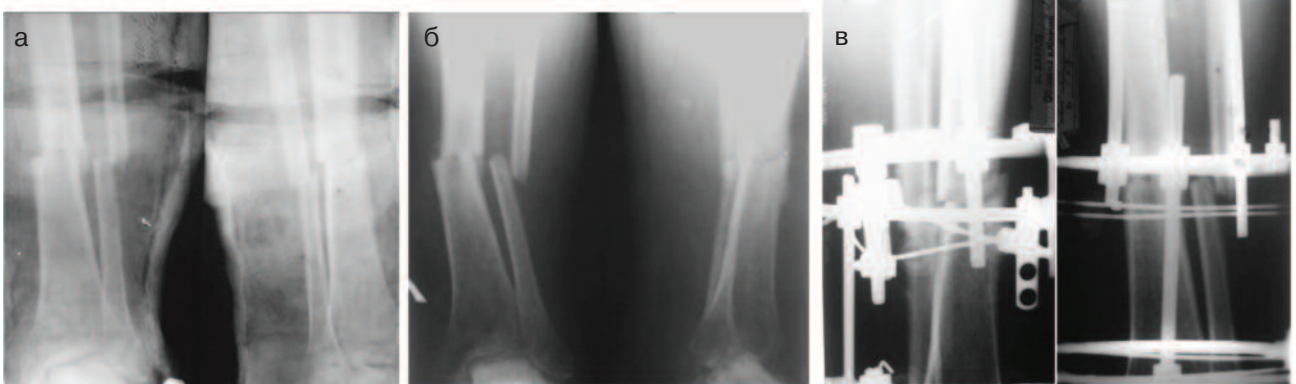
Рентгенограммы пац. С. 37 лет: а – через 3,5 мес. от начала лечения – замедленно срастающийся поперечный перелом дистальной трети диафиза костей левой голени в гипсовой повязке; б – через 6 мес. – формирование нормотрофического ложного сустава; в – через 1 мес. после наложения АВФ – линия перелома большеберцовой кости сохраняется (7 месяцев от начала лечения)
